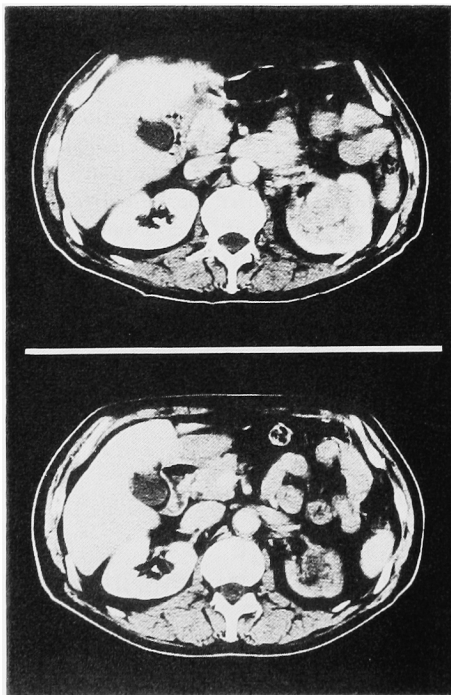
Computed tomography shows heterogeneous left renal tumor and dilated left renal vein (upper). This tumor and tumor thrombus are reduced in size at 3 months after embolization of left renal artery (lower).
